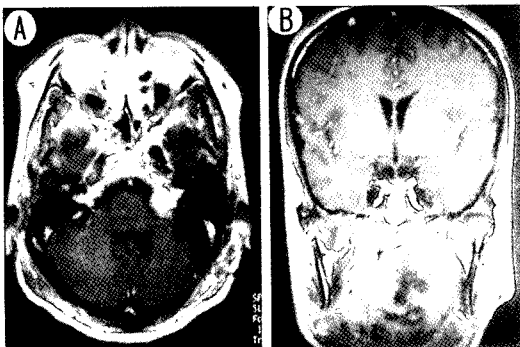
Gadolinium enhanced T2 weighted MRI finding:
